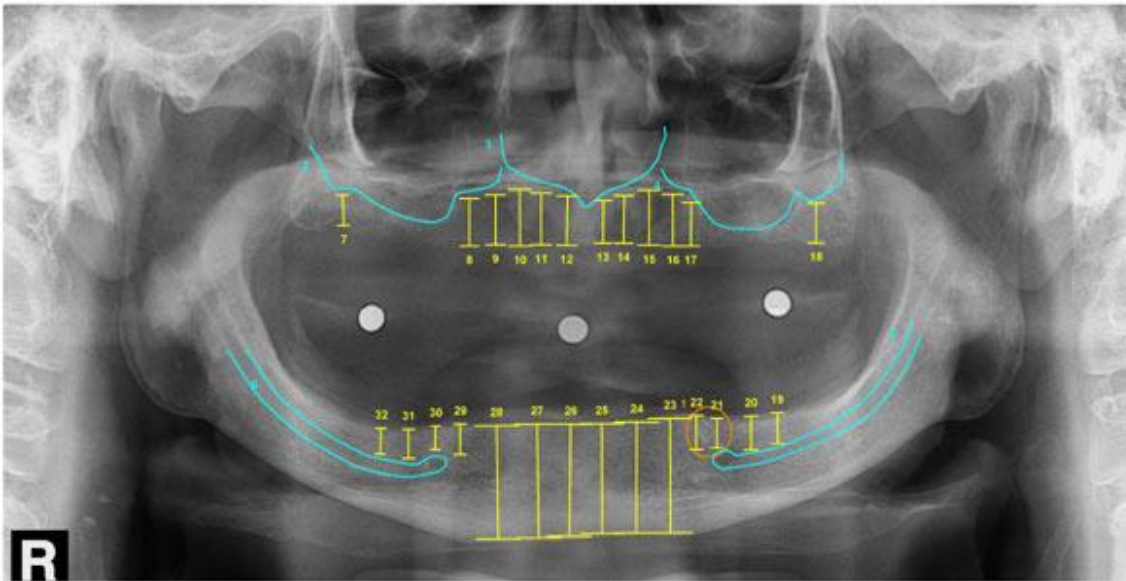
Radiografia panorâmica com traçado. Fonte (Google).
